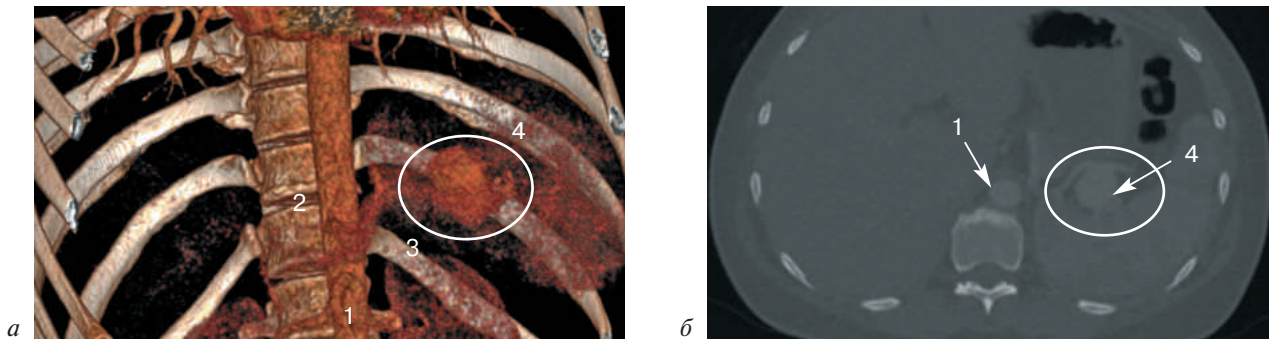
МСКТ брюшного отдела аорты с контрастированием:
